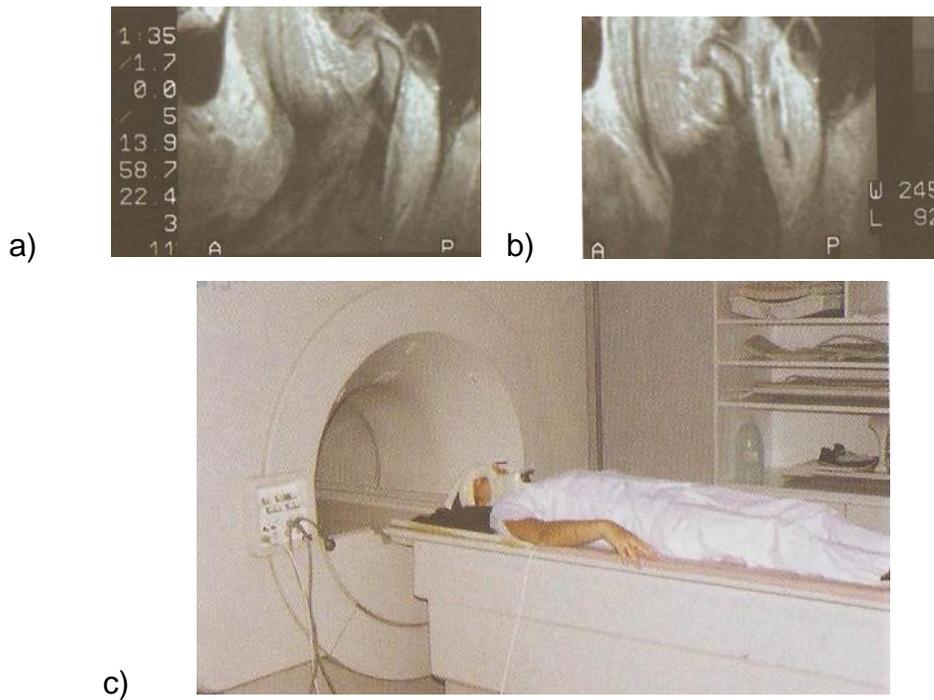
Resonancia magnética; a) boca cerrada , b) boca abierta y c) Paciente preparado para la exploración.⁴³
